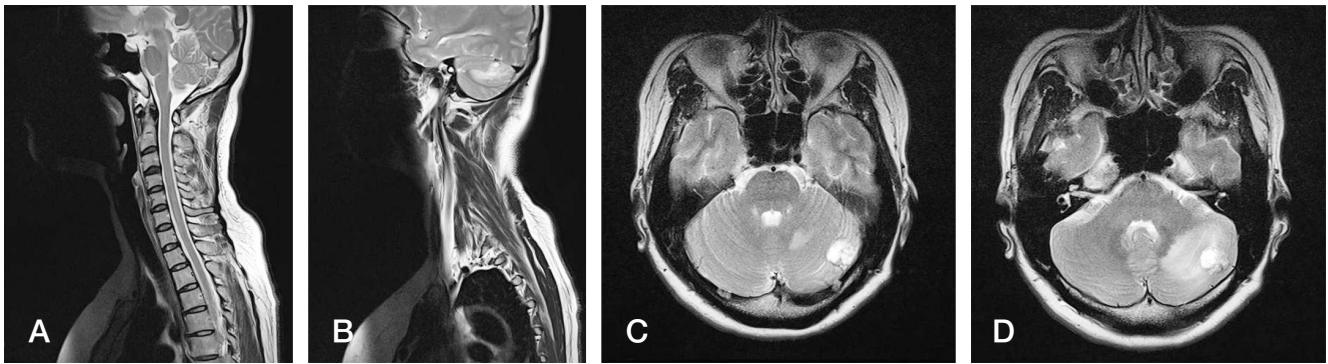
Cervical spine magnetic resonance imaging (MRI) and brain MRI.
